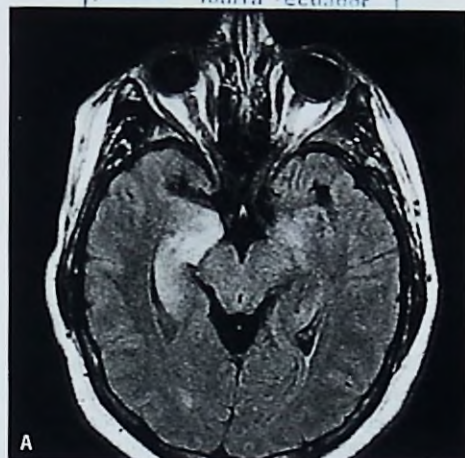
Encefalitis límbica. La resonancia magnética cerebral en la secuencia FLAIR muestra señal hiperintensa en ambos lóbulos temporales más notable del lado izquierdo, la cual puede verse en un corte axial (A) y coronal (B).
